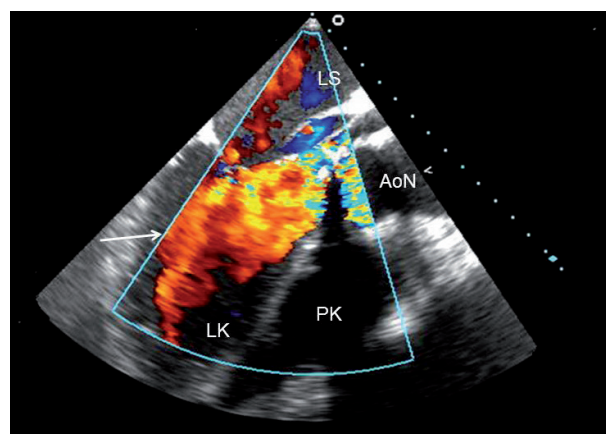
Perforace bikuspidální aortální chlopně. Jícnová echokardiografie.
